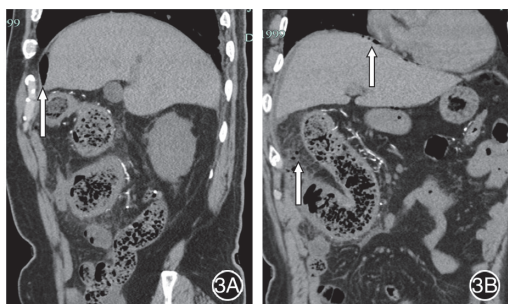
全腹部 CT 平扫示膈下、上腹腔散在游离气体(箭头所示),系膜静脉多发钙化 3A:矢状位重建; 3B:冠状位重建
